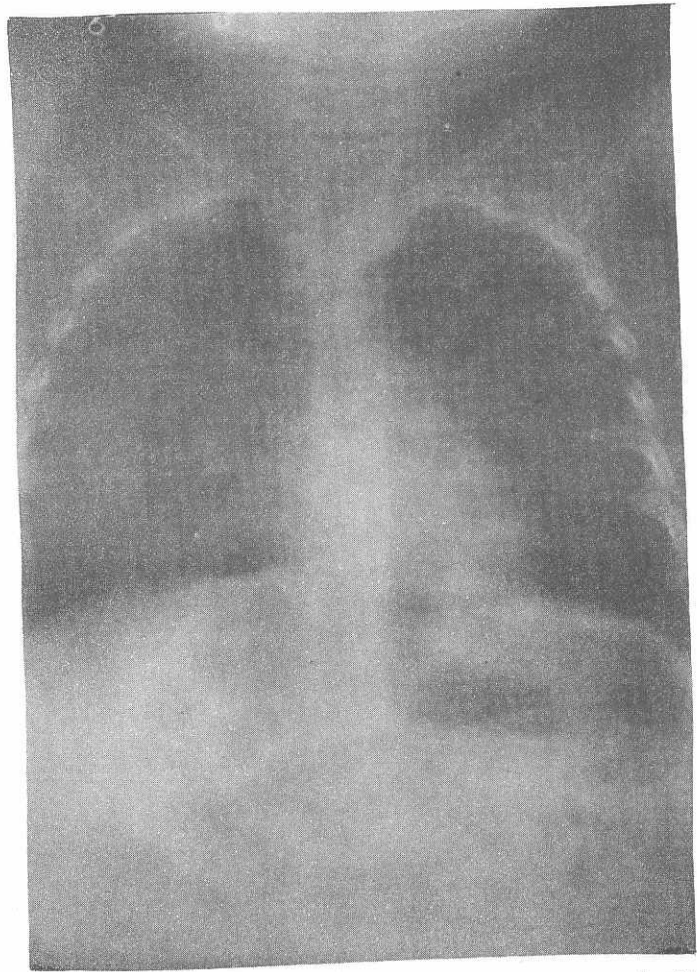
La radiografía demuestra un infiltrado intersticial bronconeumónico en un niño de un año y cinco meses de edad con historia de tos y fiebre de tres días de evolución.
